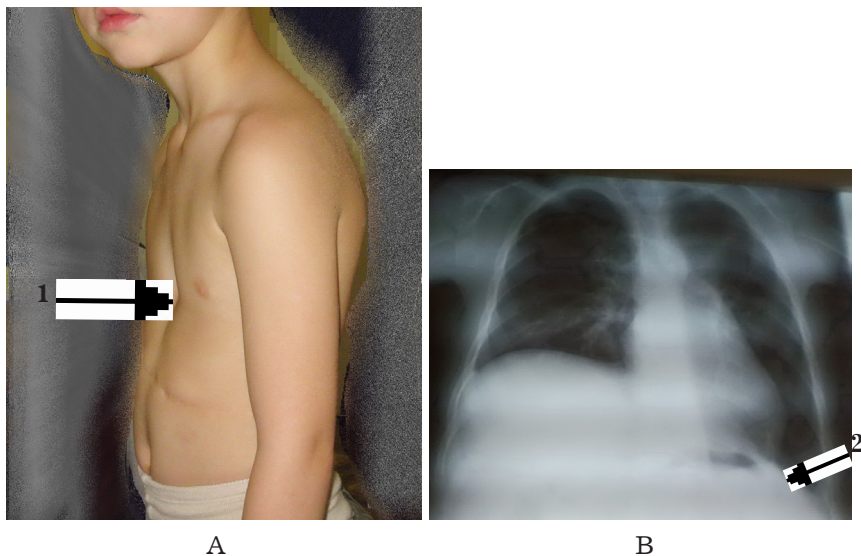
Хлопчик Д. віком 4,5 року, стан після пластики лівого купола діафрагми власними тканинами з приводу несправжньої вродженої діафрагмальної грижі: А – фото пацієнта; В – оглядова рентгенограма органів грудної клітки в прямій проекції. Деформація грудної клітки (1), сплющення лівого купола діафрагми (2).
